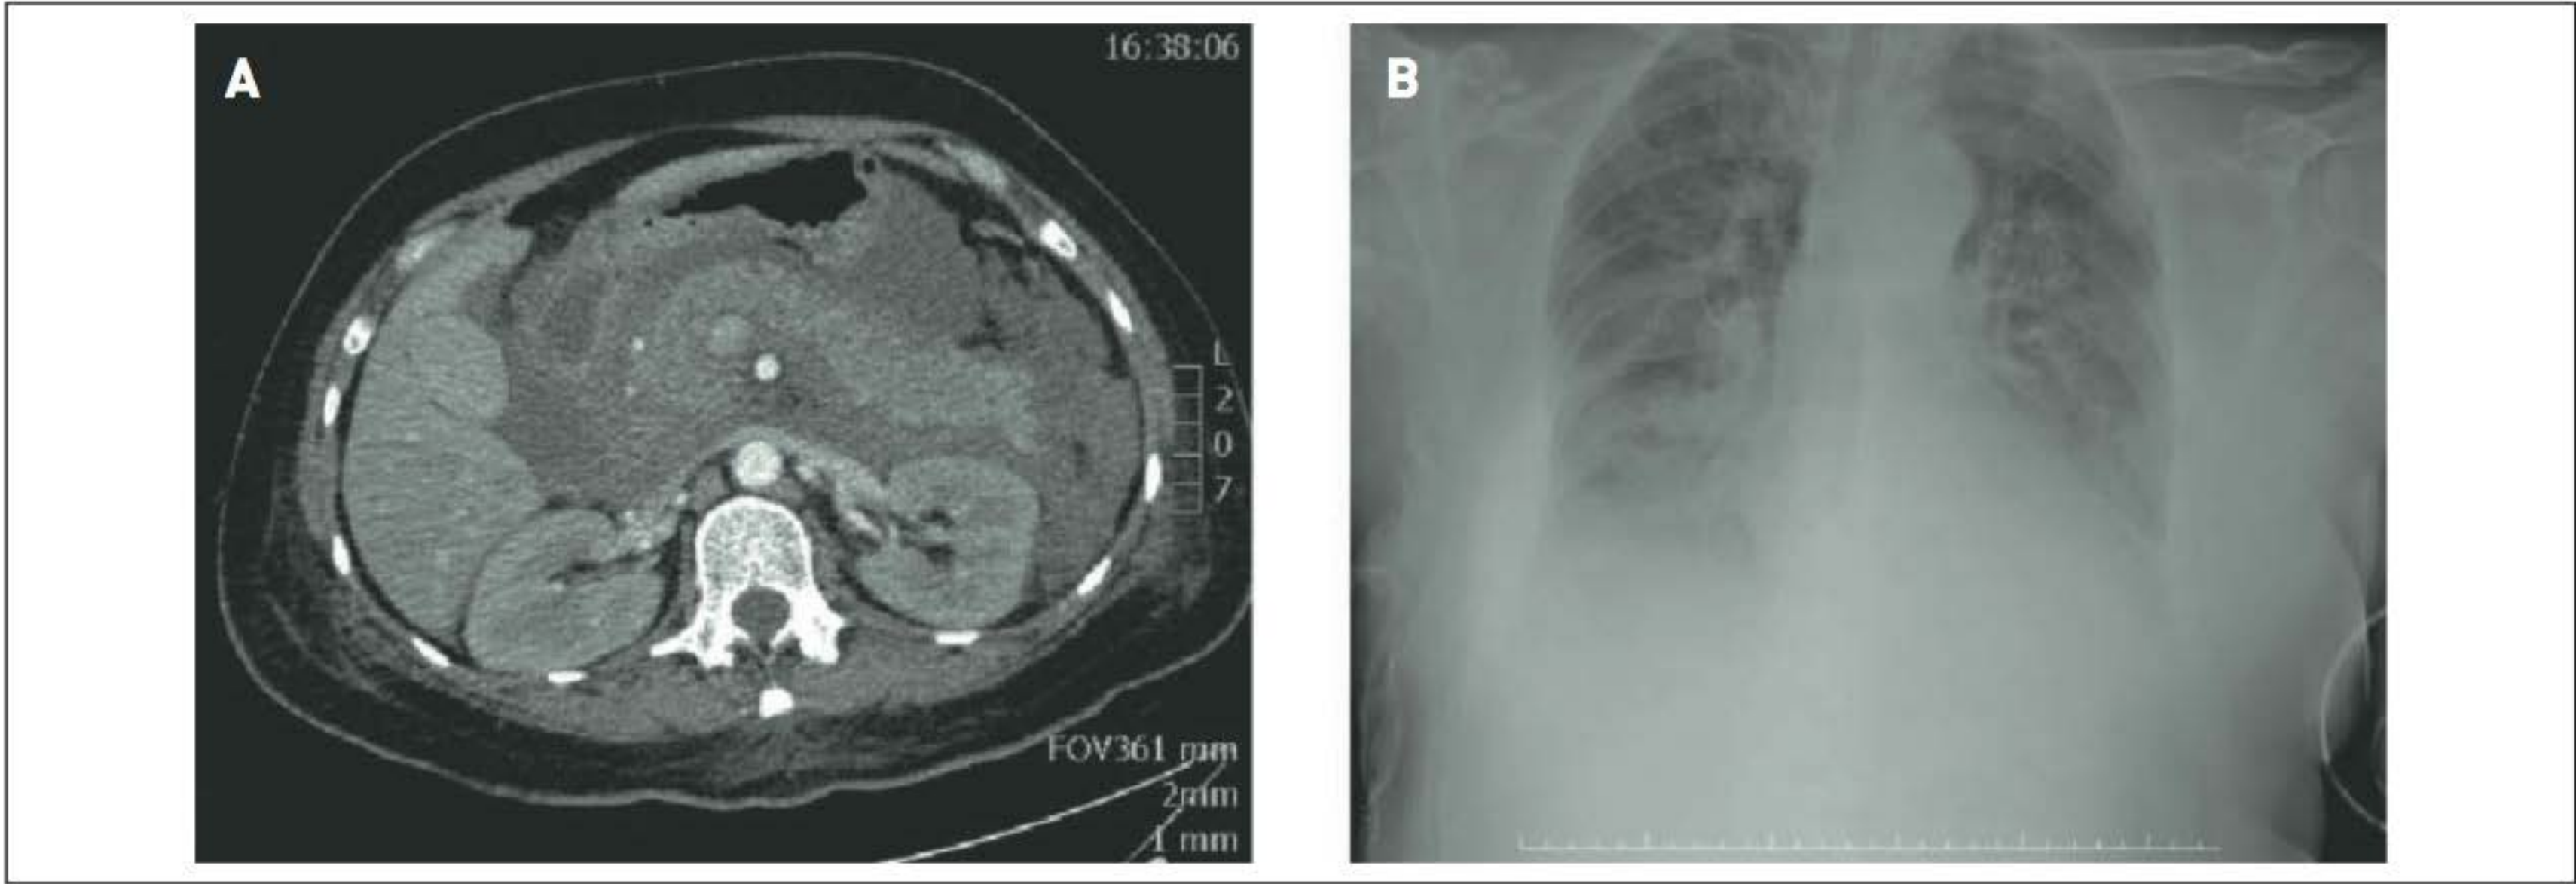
Paciente feminina, 38 anos, com pancreatite biliar aguda grave que desenvolveu insuficiência respiratória, sugestiva de síndrome do desconforto respiratório agudo. (A) Tomografia computadorizada do abdome evidenciando grande aumento do pâncreas com áreas de infiltração da gordura peripancreática. (B) Raio X de tórax evidenciando opacidades alveolares e intersticiais difusas.
